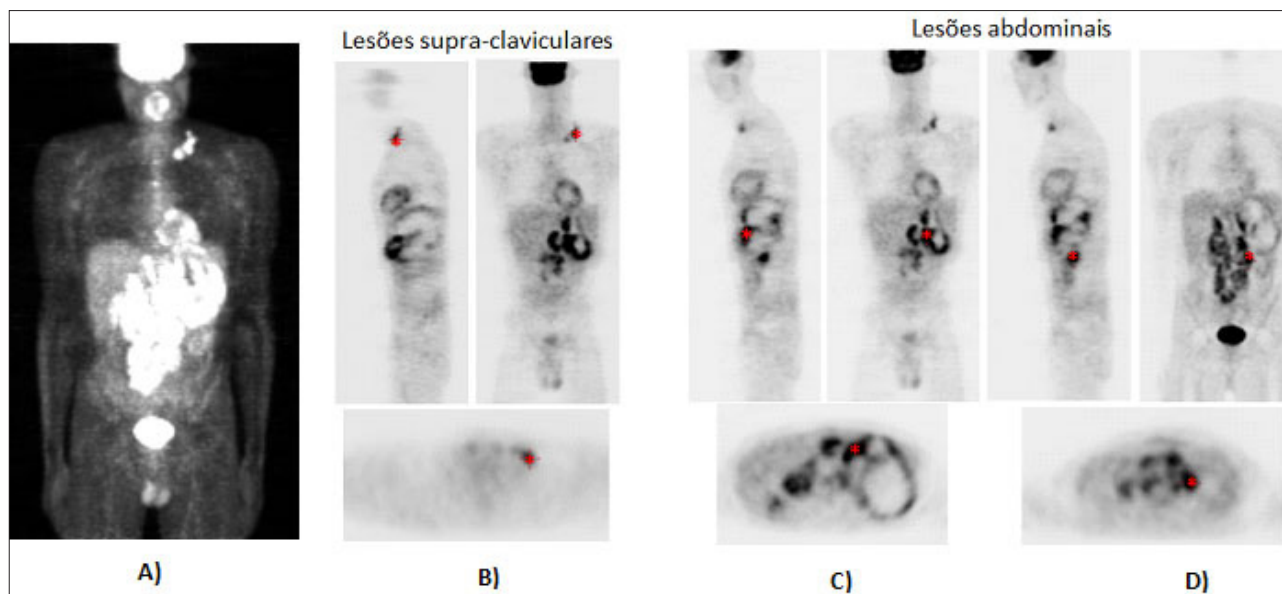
PET com ^{18}F -FDG. A imagem A) corresponde ao MIP (Maximum Intensity Projection) onde se identifica captação anómala em lesões supra-claviculares esquerdas e, de modo mais exuberante, a nível abdominal. Visualiza-se distribuição fisiológica do restante radiofármaco a nível cerebral, cardíaco, hepático, intestinal, renal e vesical. As restantes imagens correspondem aos cortes sagital, coronal e axial triangulados nas lesões supra-claviculares esquerdas B), na volumosa lesão abdominal C) e em gânglios lombo-aórticos D). O asterisco identifica a zona que foi triangulada.
